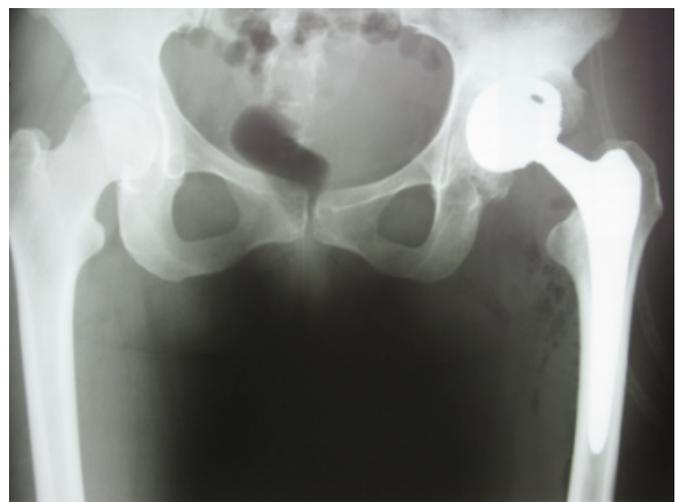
Postoperative plain radiograph of the left hip joint of patient T.
